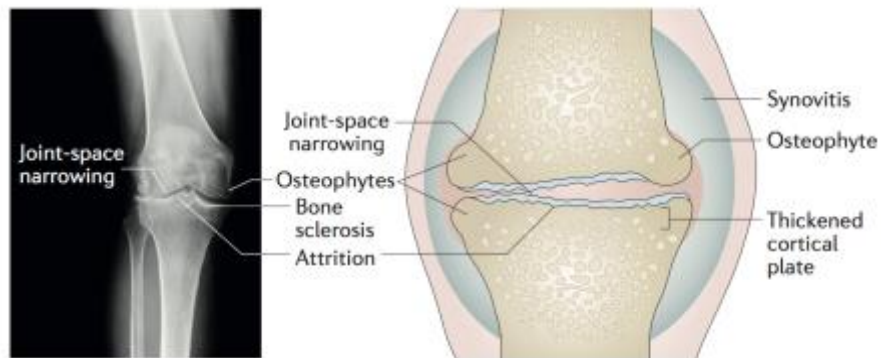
Représentation des modifications radiographiques et structurelles de l'arthrose. Les caractéristiques radiographiques de l'arthrose comprennent le rétrécissement de l'espace articulaire, la sclérose osseuse sous-chondrale, la formation d'ostéophytes aux marges articulaires et l'aplatissement et la déformation de la plaque corticale sous-chondrale. La synovite, qui est souvent présente, ne peut pas être détectée avec les radiographies standards. La perte d'espace articulaire résulte de la perte de cartilage articulaire, qui peut être asymétrique dans l'articulation du genou, affectant principalement le côté médian ou latéral. L'épaississement de la plaque corticale sous-chondrale explique l'apparition de la sclérose osseuse (Goldring et al, Changes in the osteochondral unit during osteoarthritis : structure, function and cartilage-bone crosstalk, *Nat. Rev. Rheumatol*, 2016).
